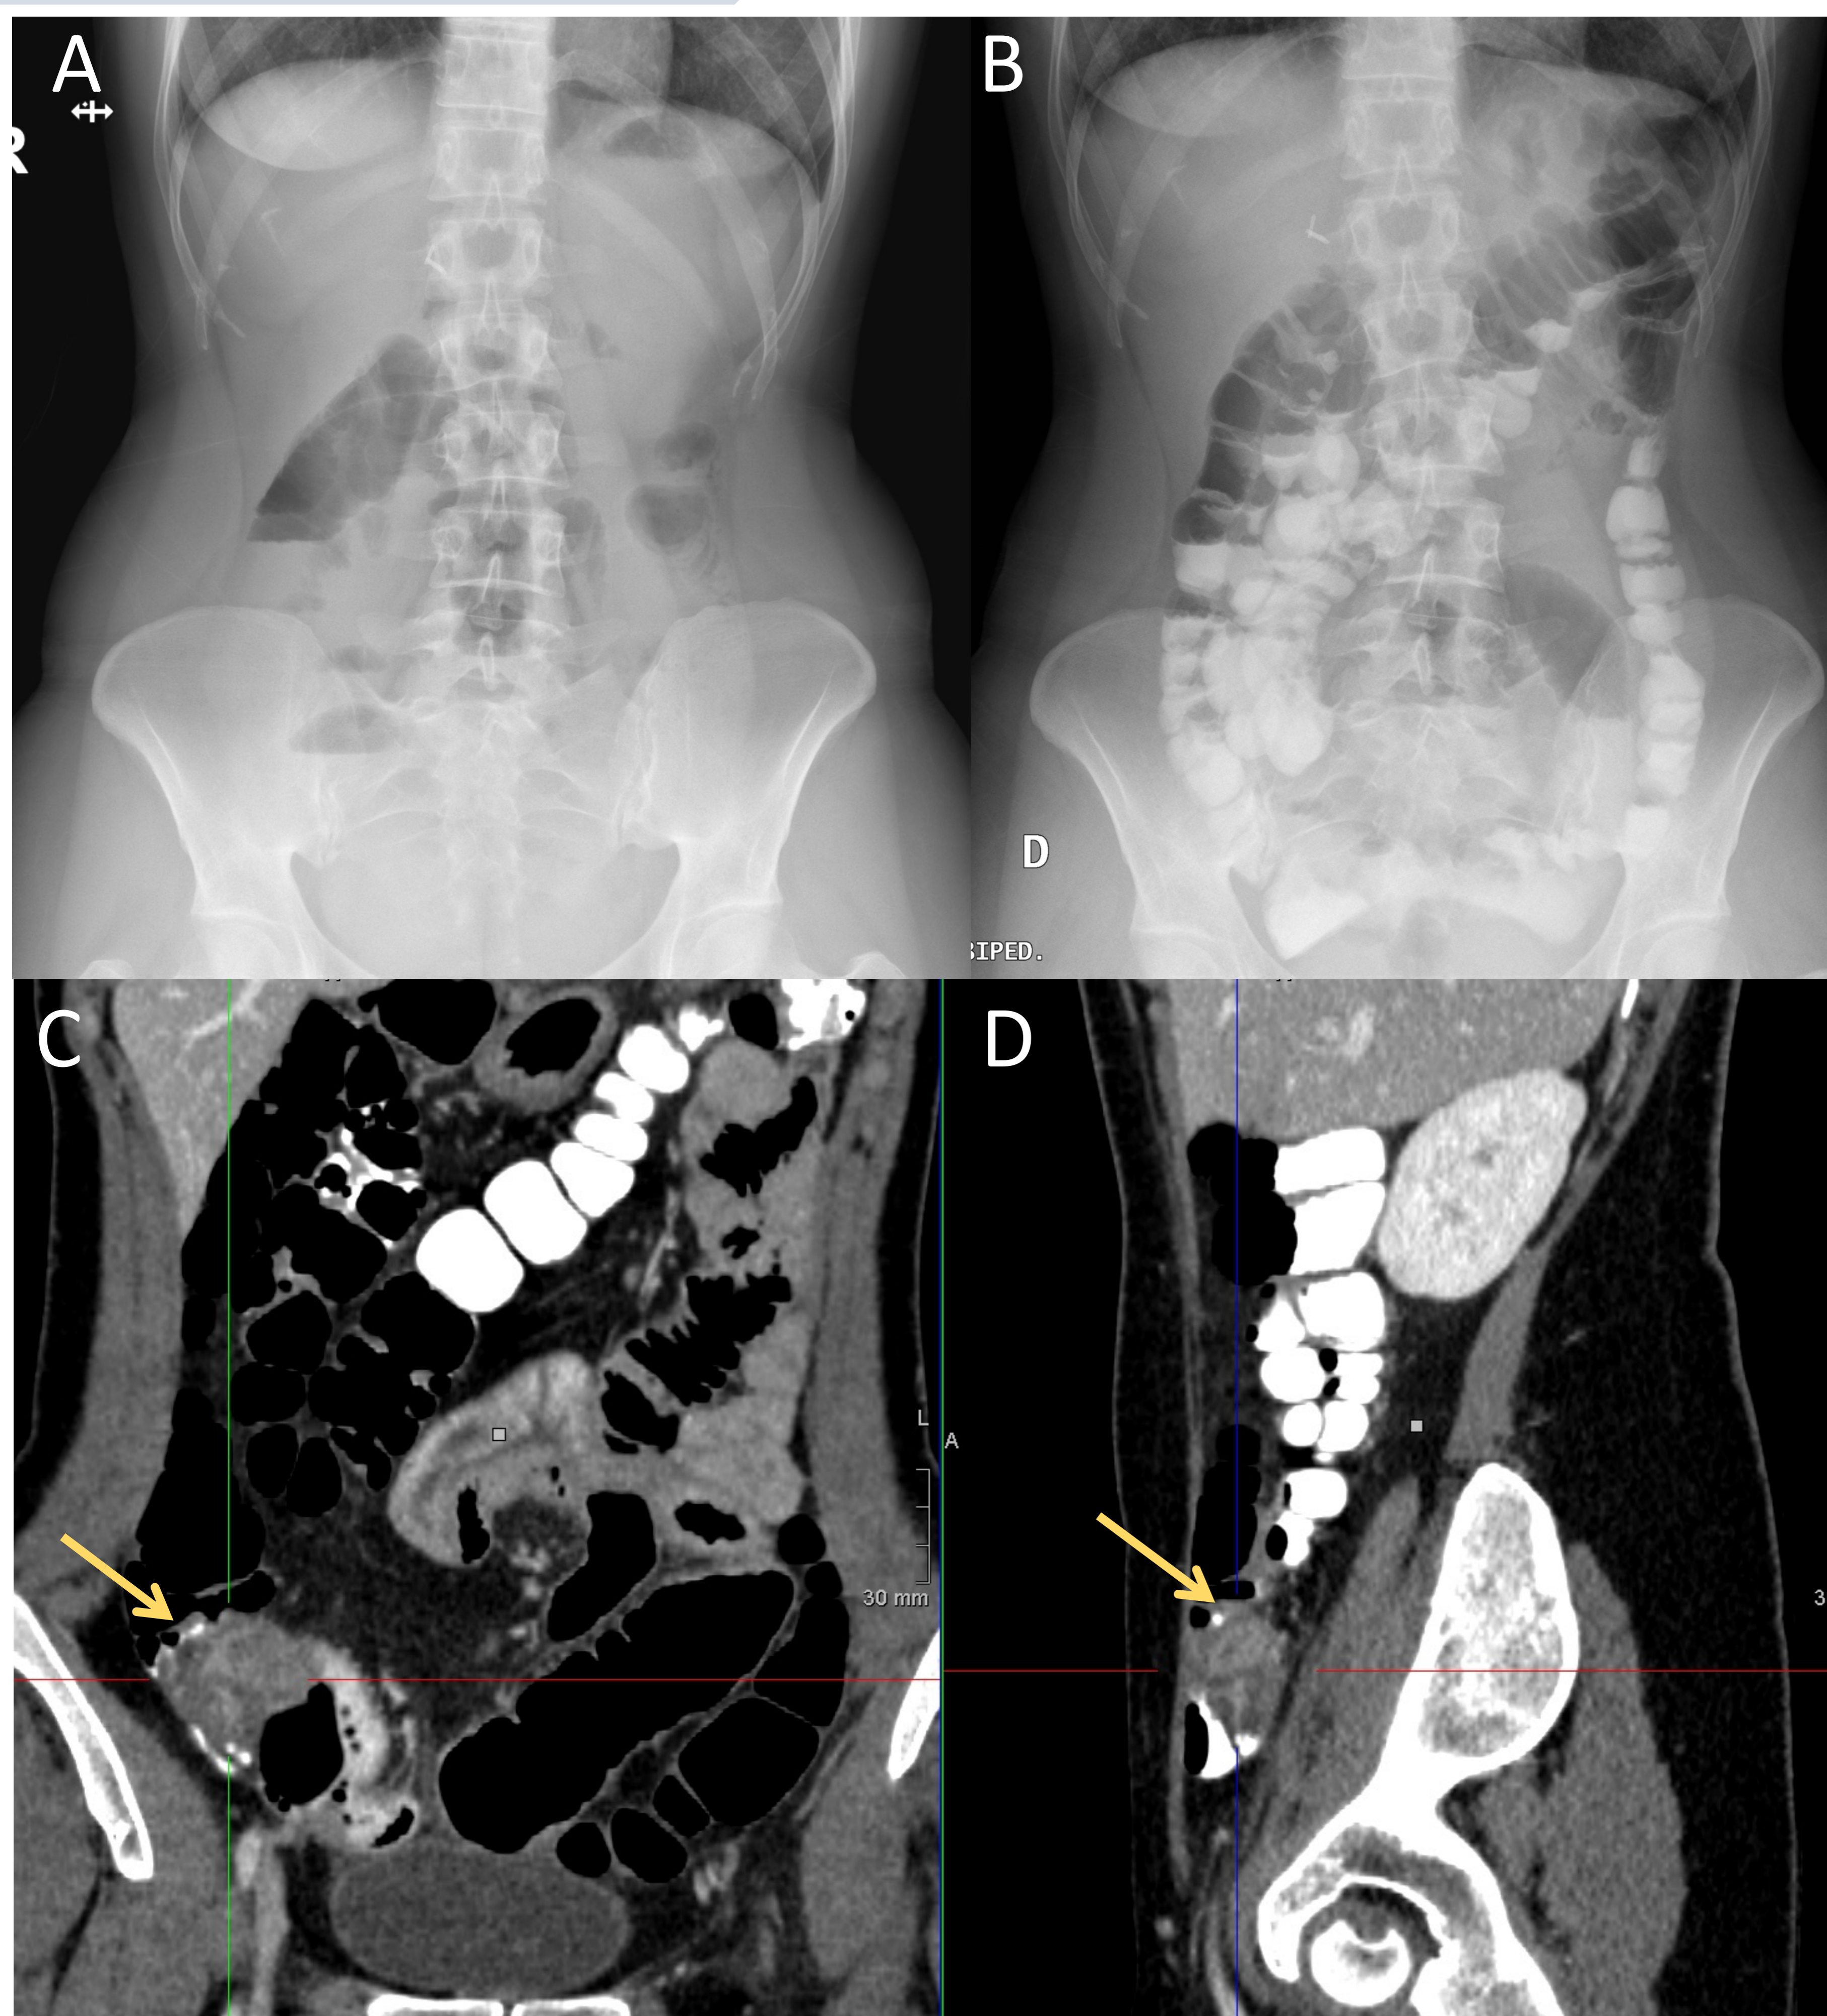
Paciente de 39 años con dolor abdominal y vómitos. A,B) En la radiografía simple de abdomen realizada en bipedestación se visualizan niveles hidroaéreos en intestino delgado. Tras la administración de gastrografín, se demuestra paso de contraste a colon en probable relación con cuadro suboclusivo intestinal. C,D) El TC realizado con CIV en fase venosa portal con reformateo en plano coronal y sagital muestra una masa (→) en región ileocecal de densidad heterogénea y escasa captación de contraste que condiciona dilatación retrógrada de asas intestinales. El estudio de la pieza quirúrgica de ileocequectomía es compatible con implante de endometriosis.
